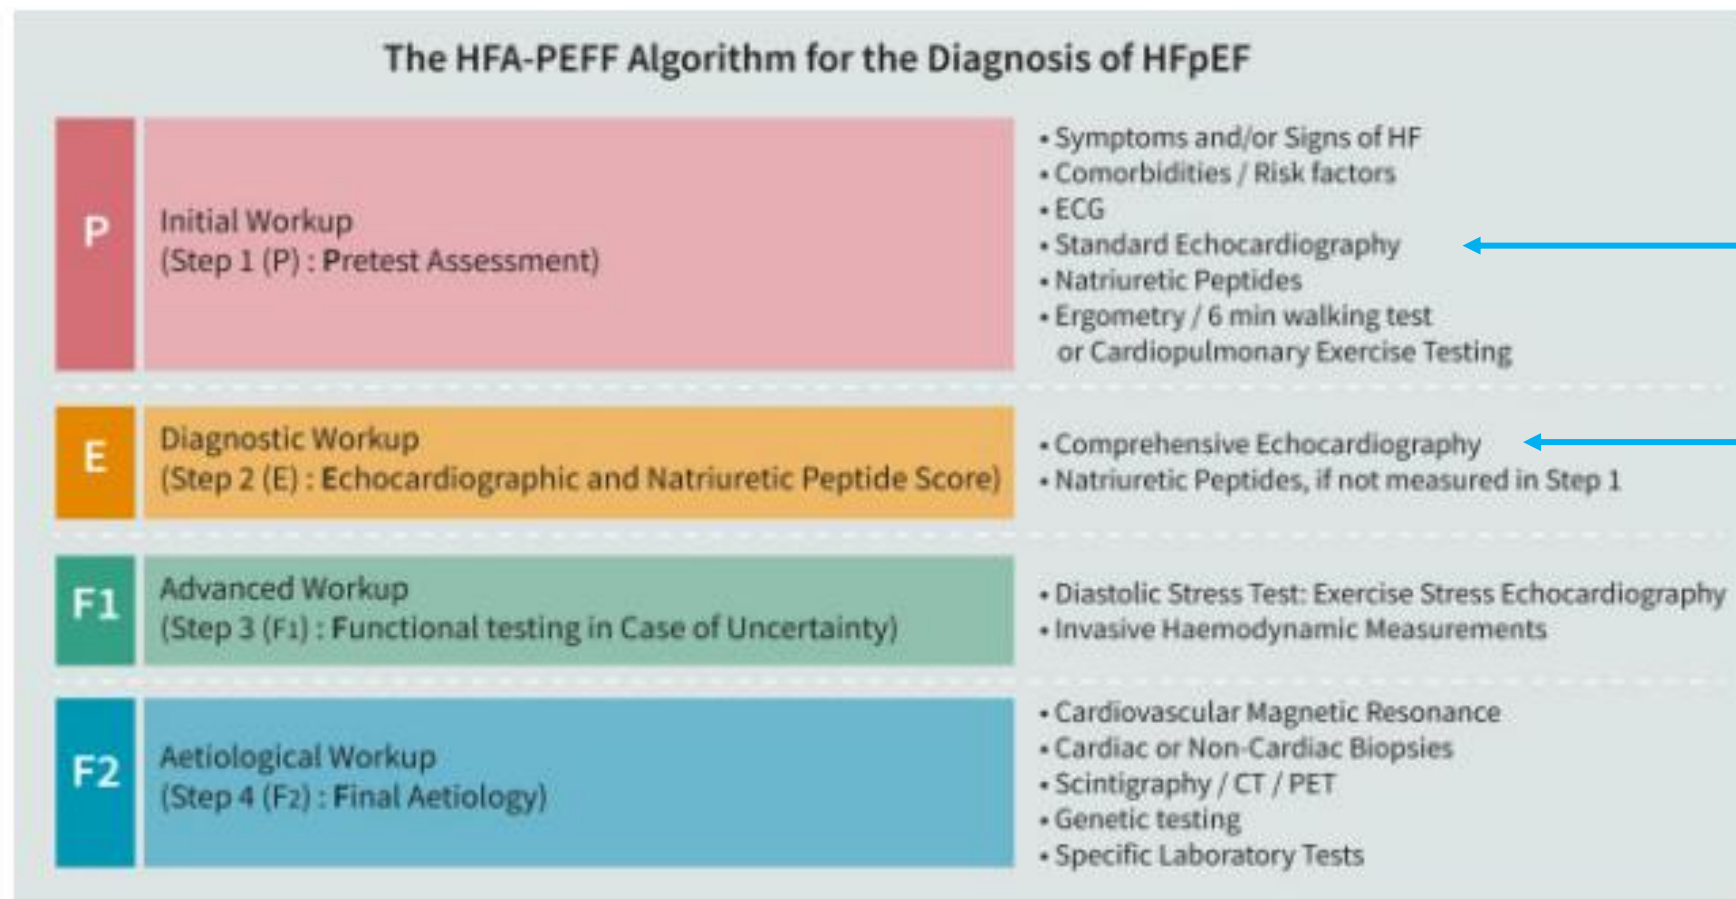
HFA-PEFF diagnostic algorithm. Overview of the diagnostic heart failure with preserved ejection fraction steps 1–4 (P–F). CT, computed tomography; PET, positron emission tomography.
